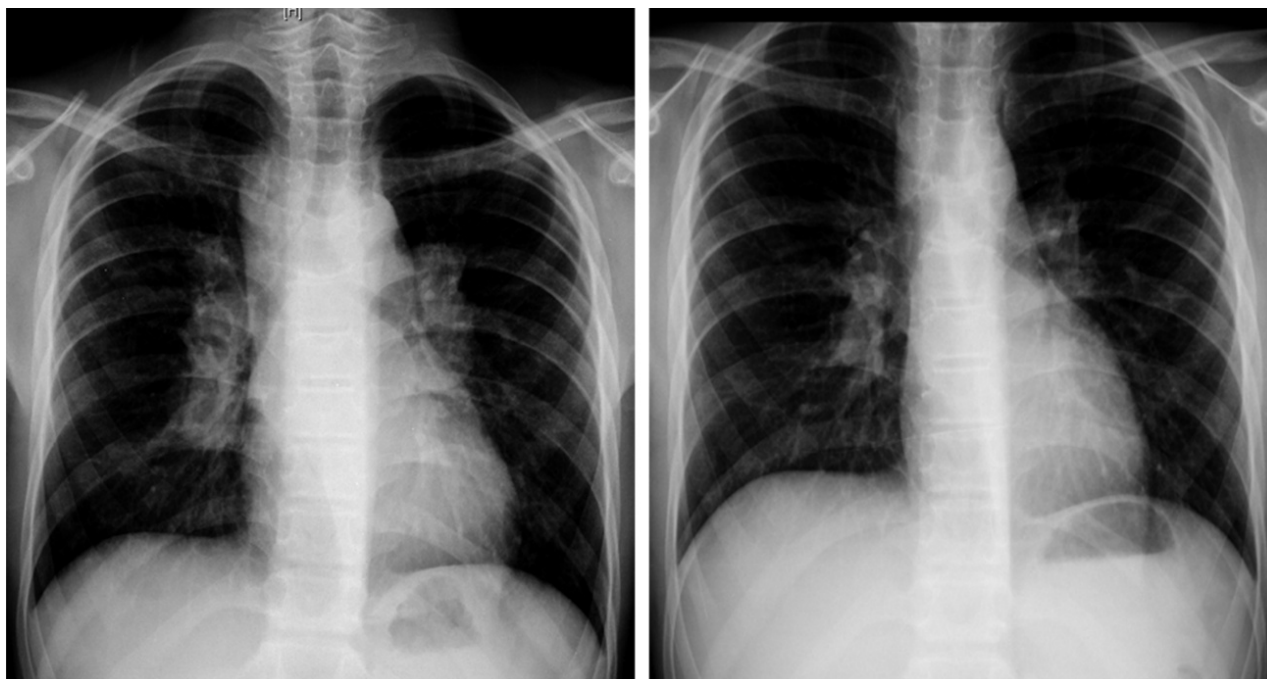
Radiografia de tórax antes e depois do tratamento. Observa-se a diminuição das adenopatias hilares após corticoterapia.
